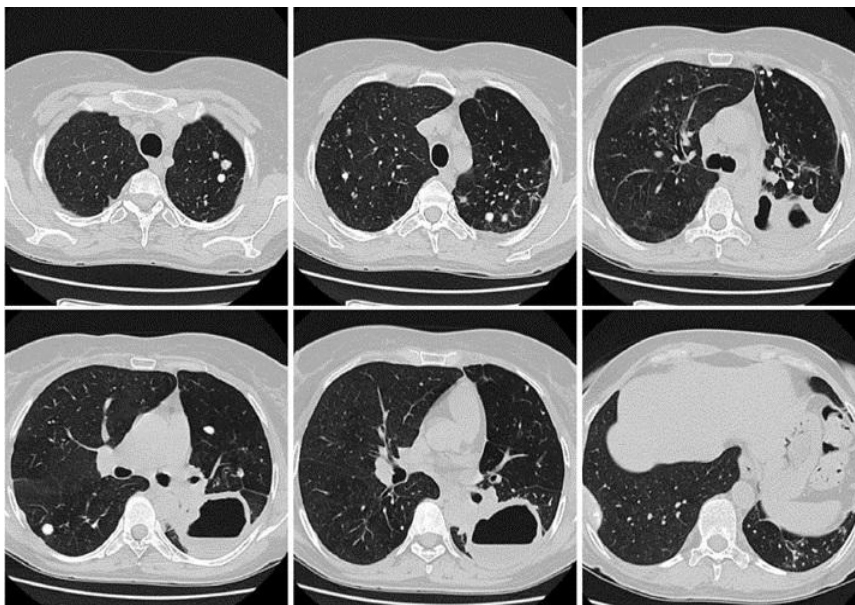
Компьютерная томография органов грудной клетки больной С. при поступлении
